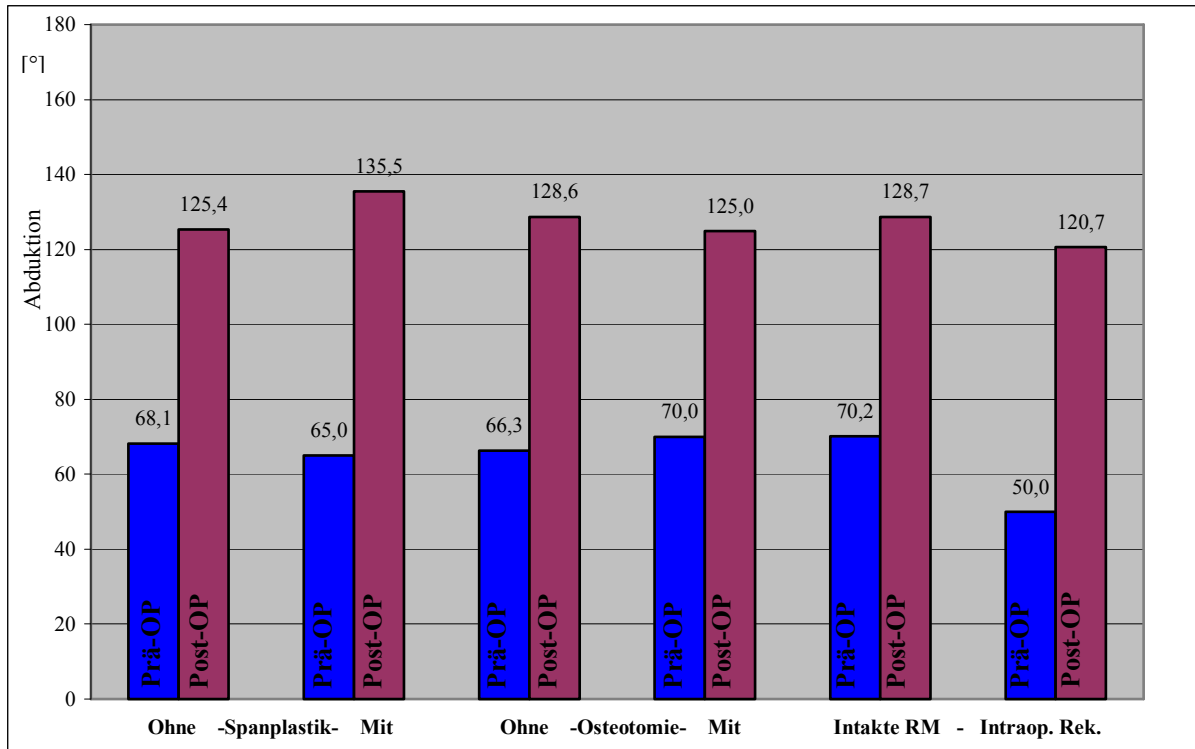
Ergebnisse der Abduktion in Abhängigkeit von Zusatzeingriffen. Links: Patienten ohne und mit (n=11) Spanplastik. Mitte: Patienten ohne und mit (n=14) Glenoidosteotomie. Rechts: Patienten mit intakter Rotatorenmanschette (RM) und mit intraoperativer Rekonstruktion (n=7).
